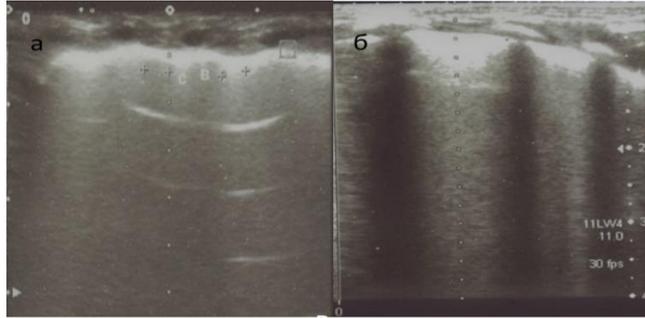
Пациент А. Отек легких. УЗИ грудной полости в В-режиме; а — 5-е сутки жизни: гиперэхогенная полоска плевры переходят на сливающиеся между собой В-линии; б — контроль на следующий день, положительная динамика в виде появления расстояния В-В<sup>1</sup>.
